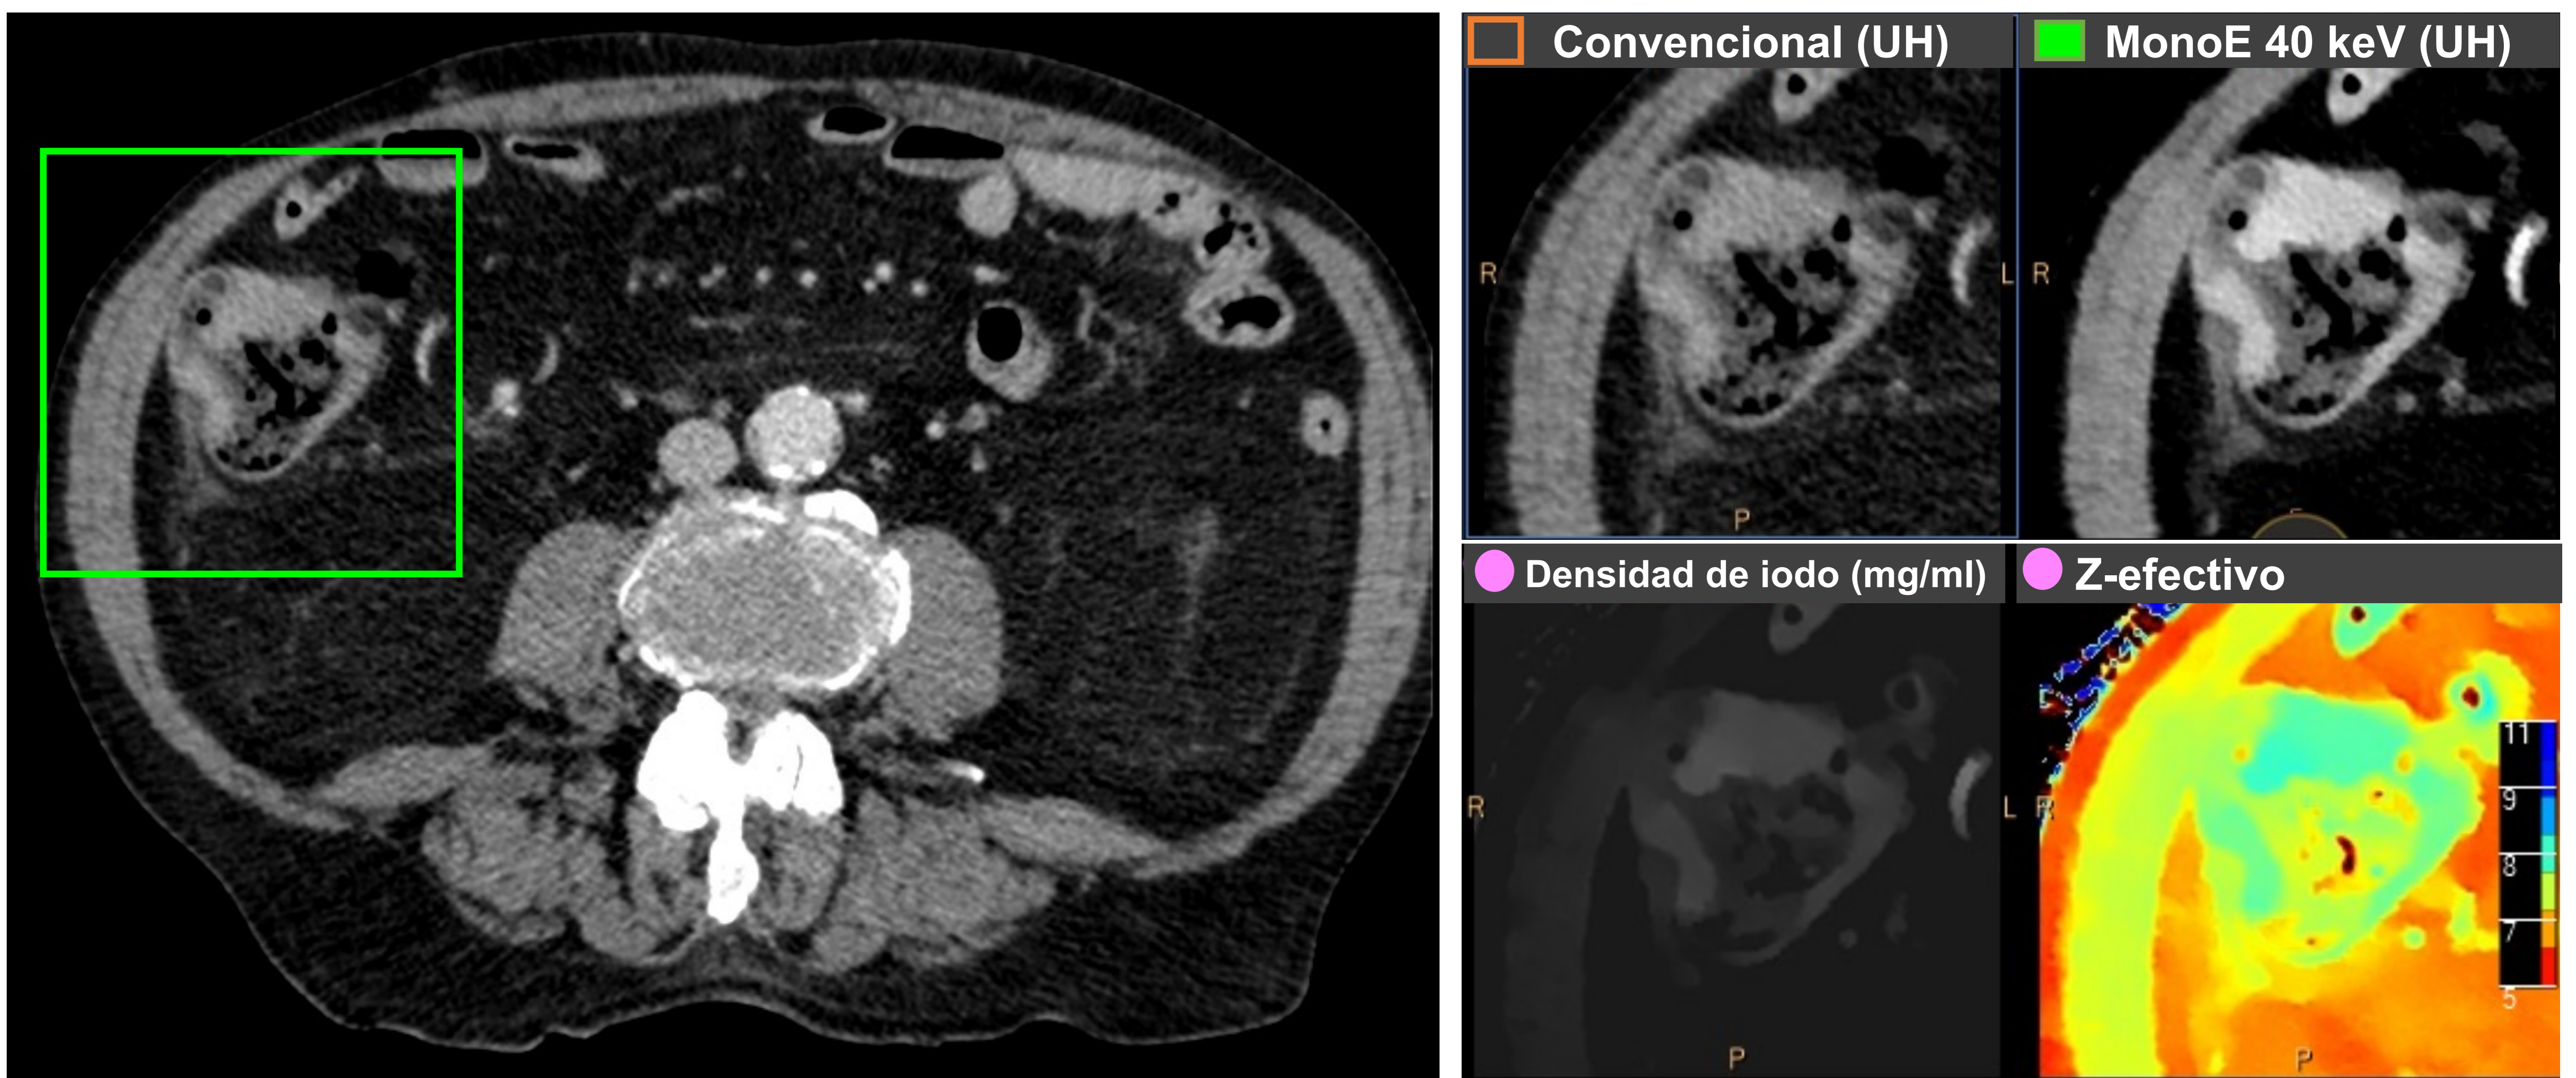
Imagen de corte axial de TC abdominal con adquisición en fase venosa e imágenes ampliadas a un segmento de colon ascendente donde se observa un engrosamiento mural concéntrico e irregular con leve trabeculación de la grasa y lengüetas de líquido adyacentes, sospechoso de malignidad. En los mapas virtuales utilizados se observa con mayor claridad dicho engrosamiento con aumento de la captación de yodo. Además, el mapa monoE de baja energía permite una mejor delimitación de la lesión, sin afectación extracolónica. (Resultado de Anatomía Patológica: Adenocarcinoma de colon ascendente).
